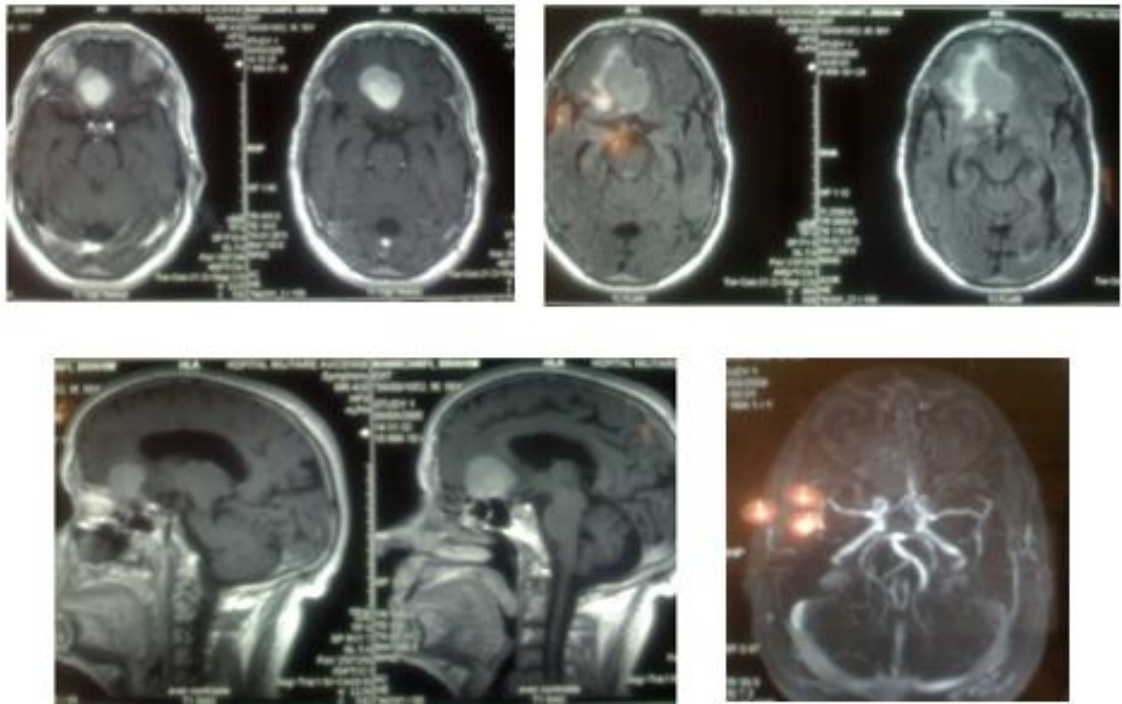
IRM cérébrale du patient porteur de méningiome de l'olfactif
